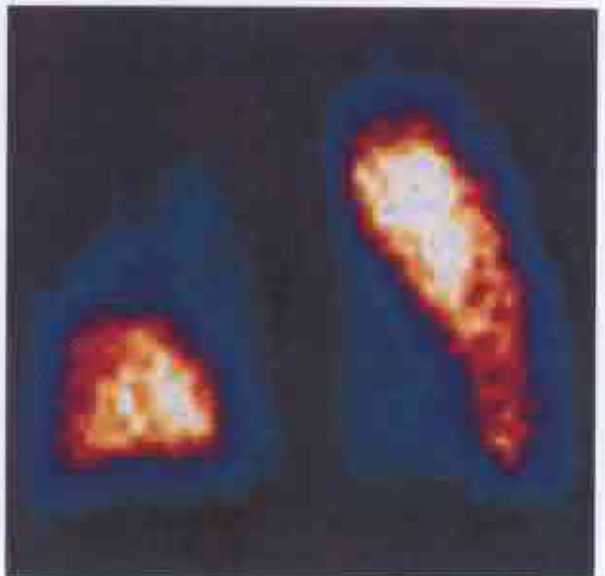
Scintigrafie pulmonară (perfuzie) a bolnavei A. Lipsa imaginii scintigrafice a lobului superior pe dreapta.
